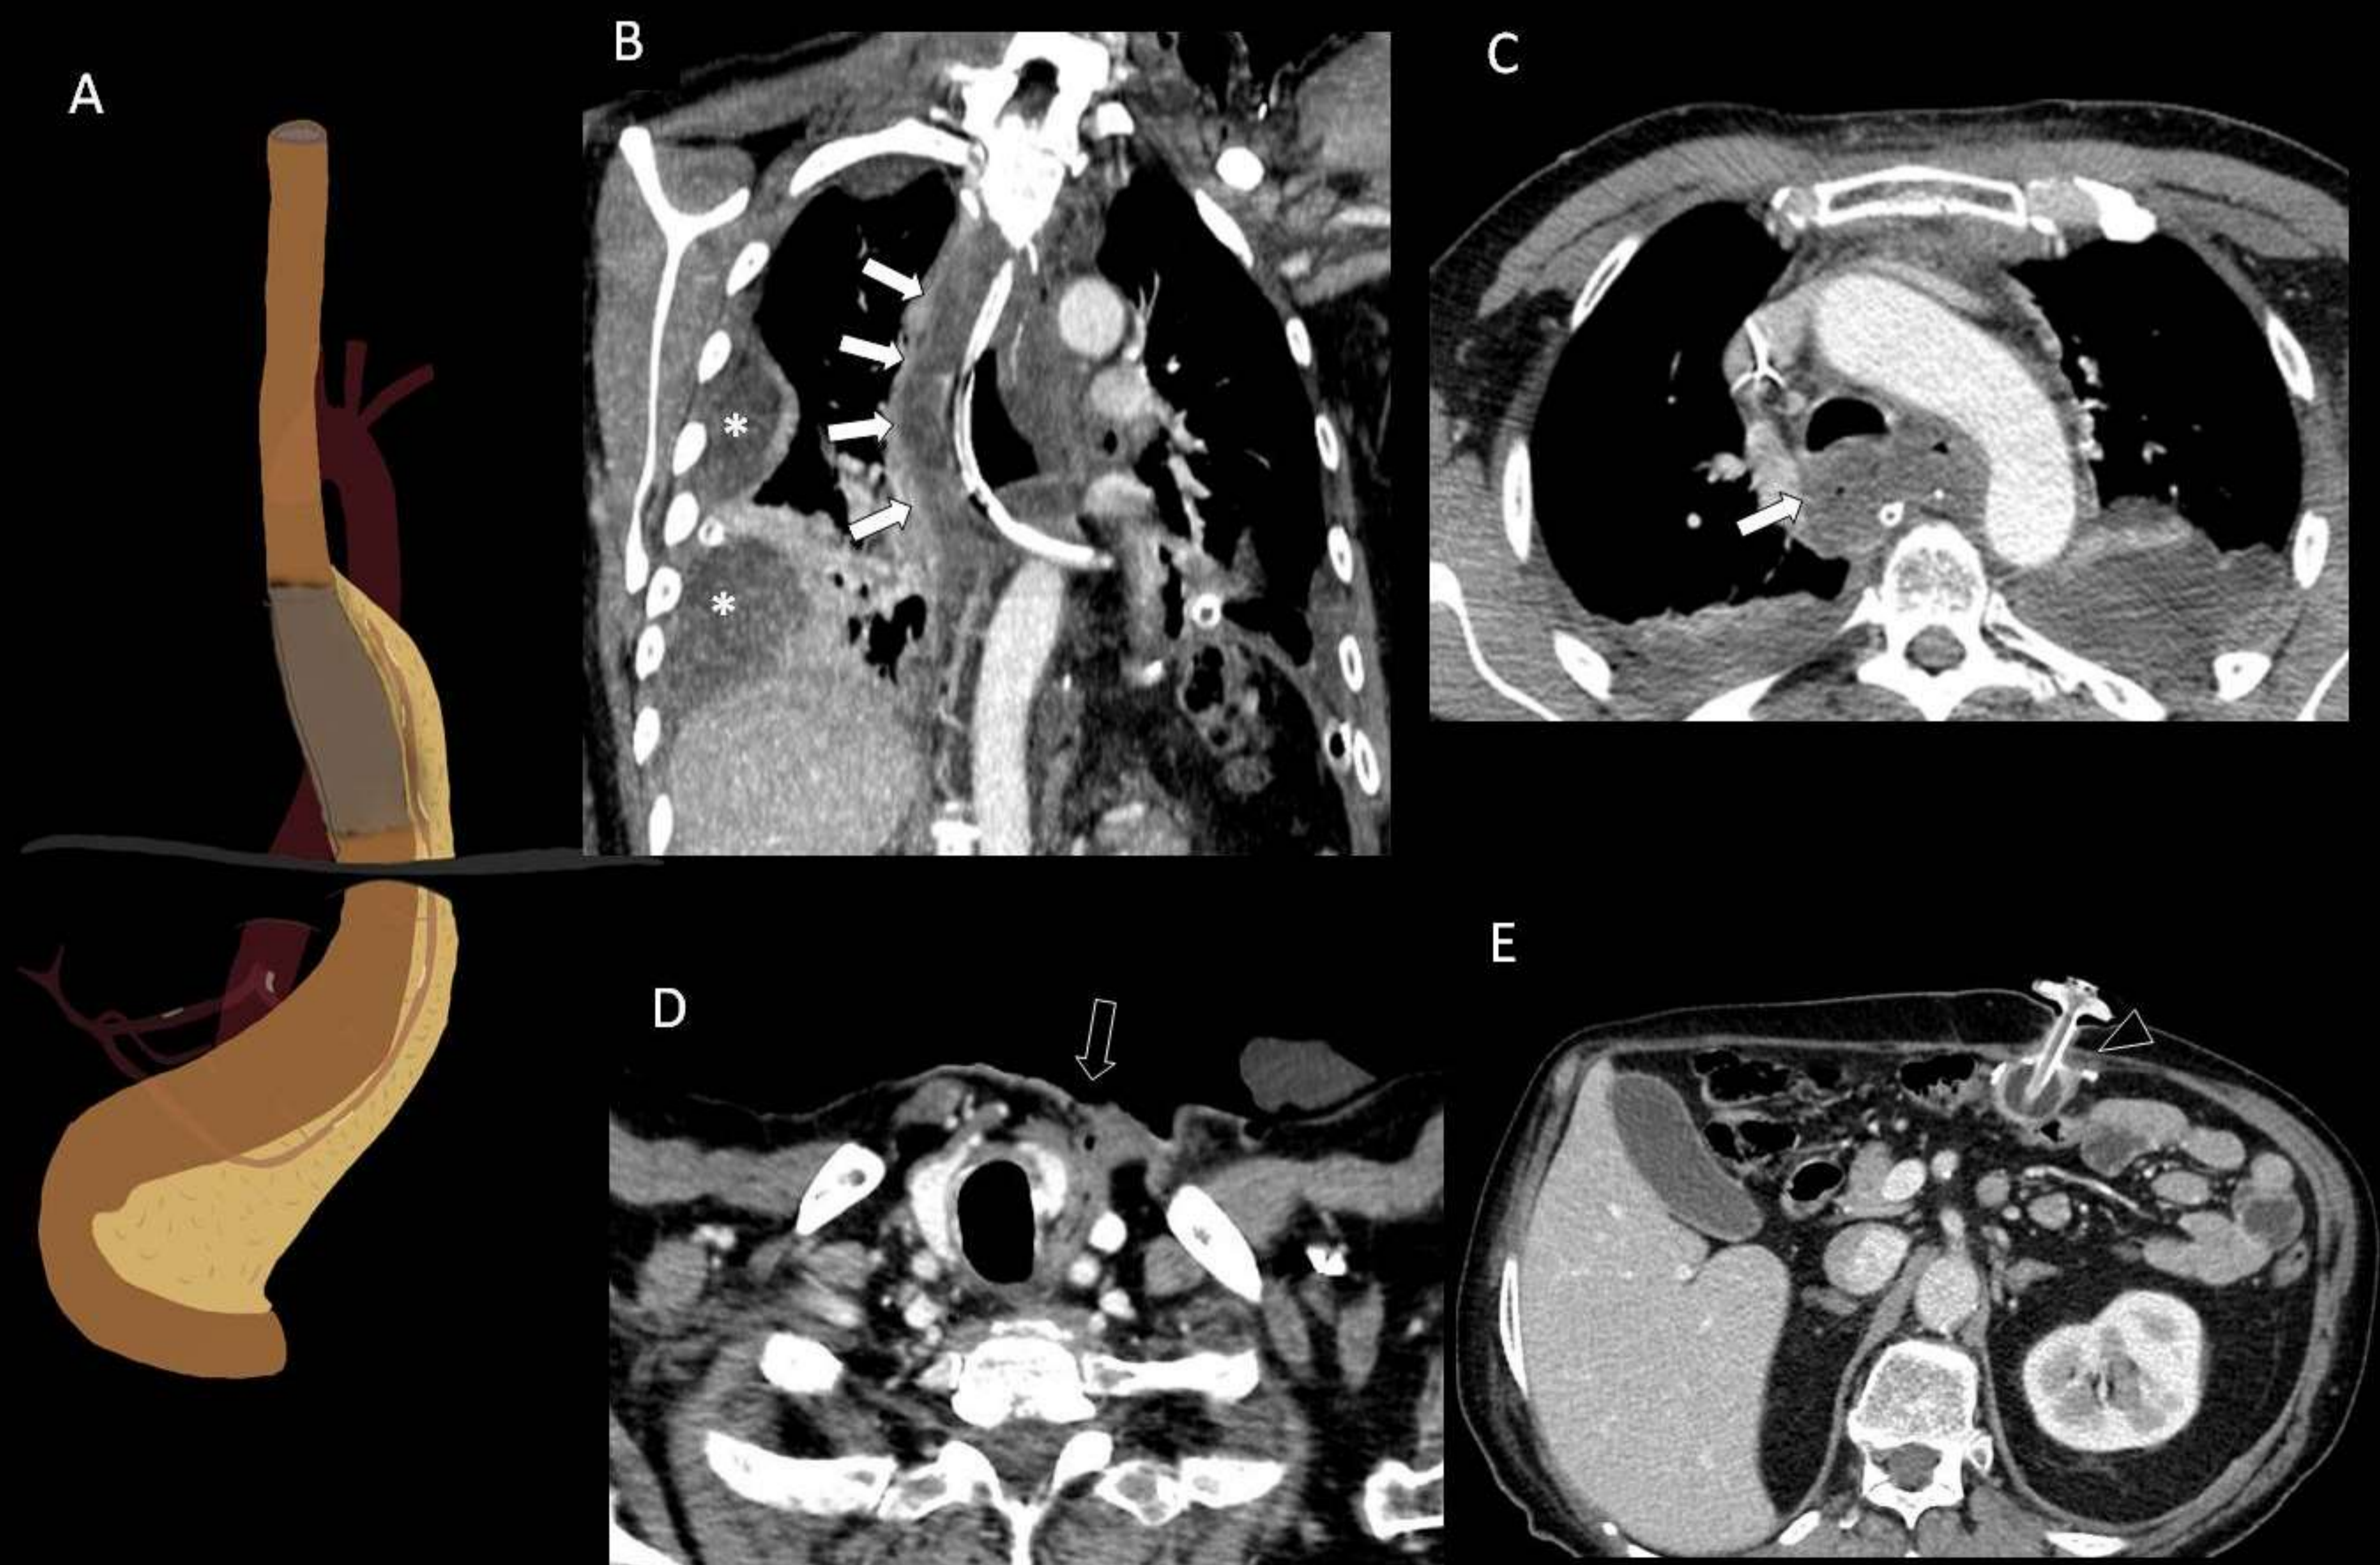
Representación esquemática (A), TC con contraste intravenoso (B-E). Esofagectomía de Ivor-Lewis con necrosis de la plastia (B y C, flechas blancas): ausencia de realce y desestructuración de la plastia. Derrame loculado (asterisco). El paciente fue reintervenido, extirpándose la plastia gástrica y realizándose un esofagostoma temporal (D, flecha negra) y yeyunostomía percutánea (E, cabeza de flecha negra). Después de la optimización del paciente, el tránsito fue reconstruido con una interposición colónica (no mostrado).
